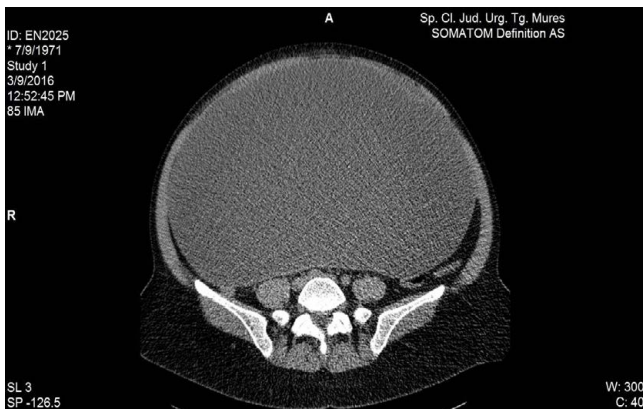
Formațiune tumorală ocupând întreaga cavitate peritoneală – aspect computer tomografic, secțiune transversală.
